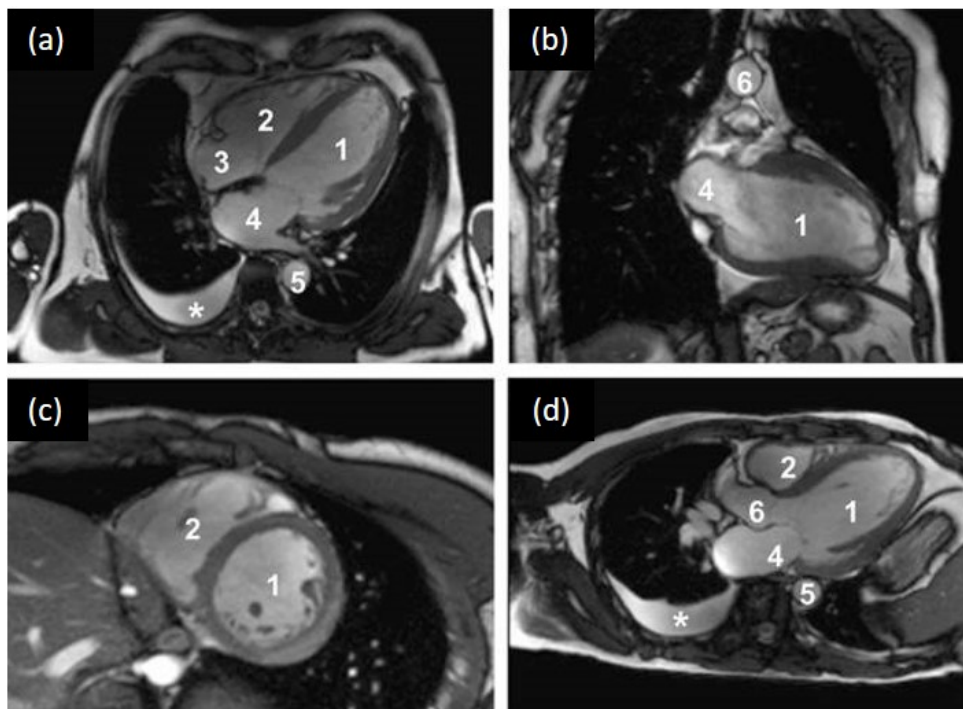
Images IRM d'un cœur sain selon le plan grand axe 4 cavités (a), grand axe 2 cavités (b), petit axe (c), plan passant par la chambre de chasse du VG (d). 1 : VG, 2 : VD, 3 : OD, 4 : OG, 5 : aorte descendante, 6 : aorte ascendante. Source : [http://wiki.side-sante.fr/doku.php?id=sides:ref-trans:imagerie\\_dfgsm:chapitre\\_24\\_imagerie\\_cardiovasculaire](http://wiki.side-sante.fr/doku.php?id=sides:ref-trans:imagerie_dfgsm:chapitre_24_imagerie_cardiovasculaire)
